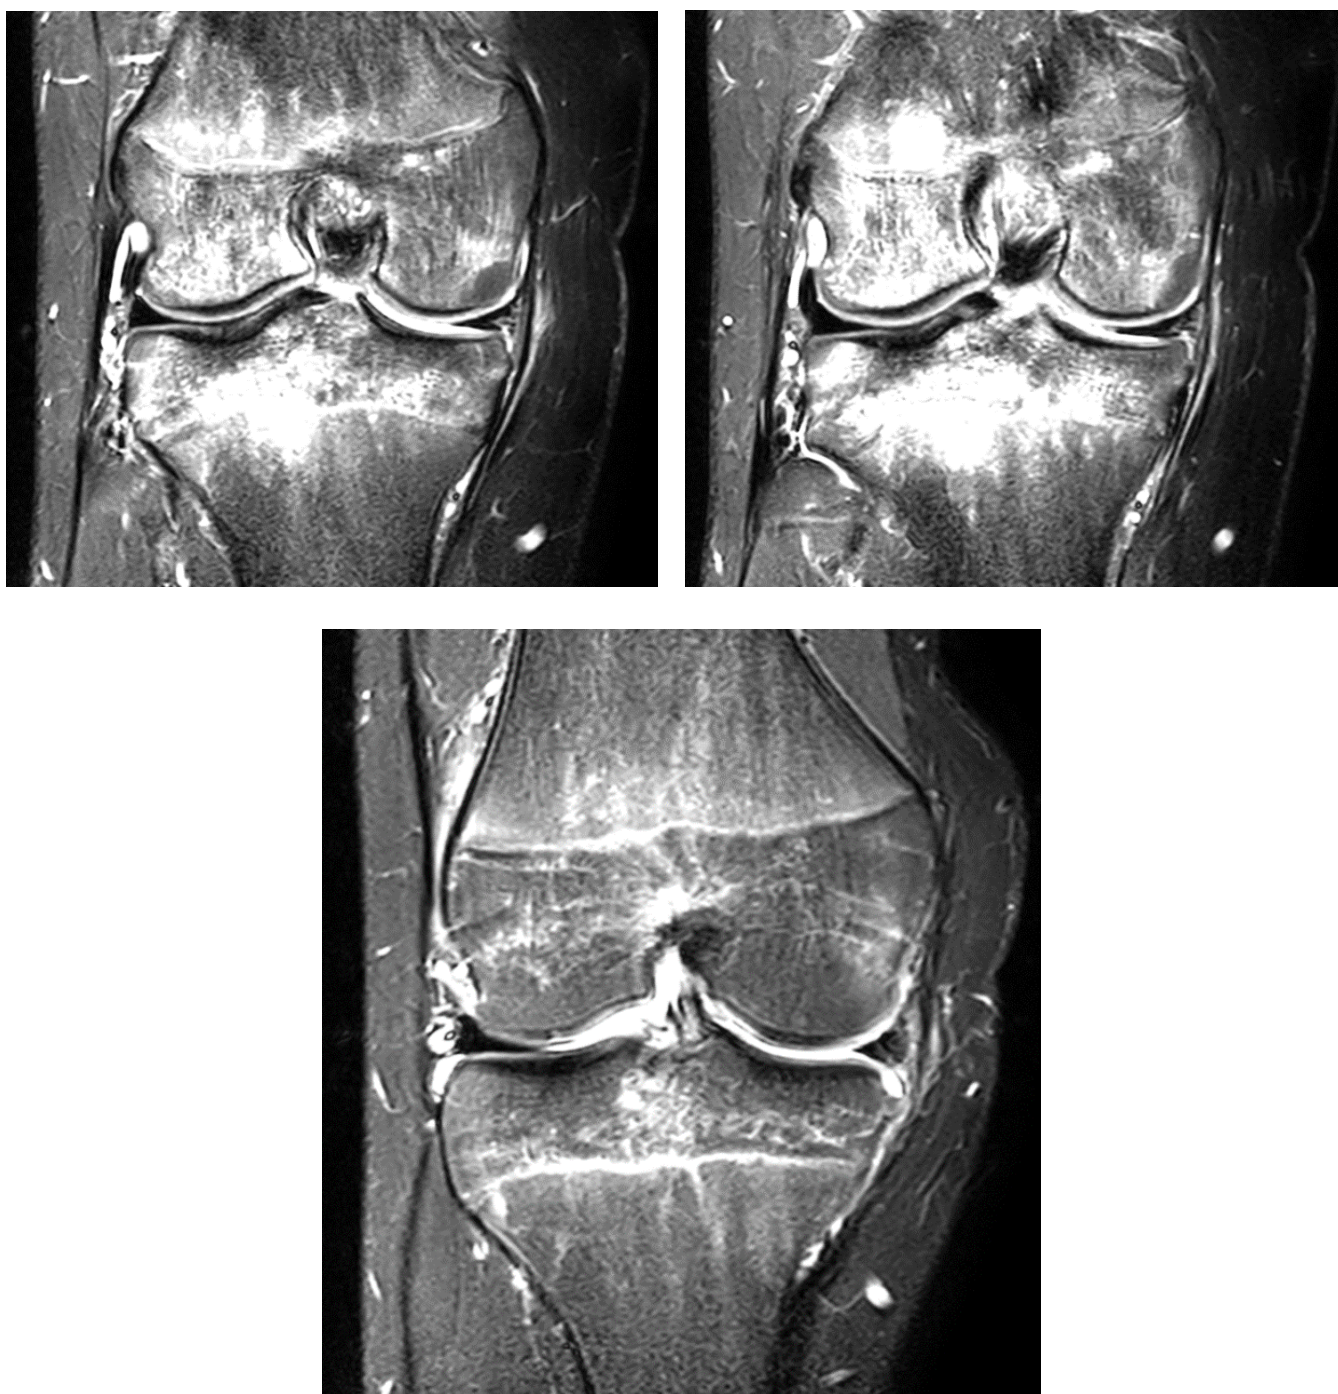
МРТ после шва медиального мениска с повреждением по типу «ручки лейки» через 6 месяцев после операции (представлено 3 среза во фронтальной проекции на протяжении: задний, средний и передний отделы коленного сустава).
